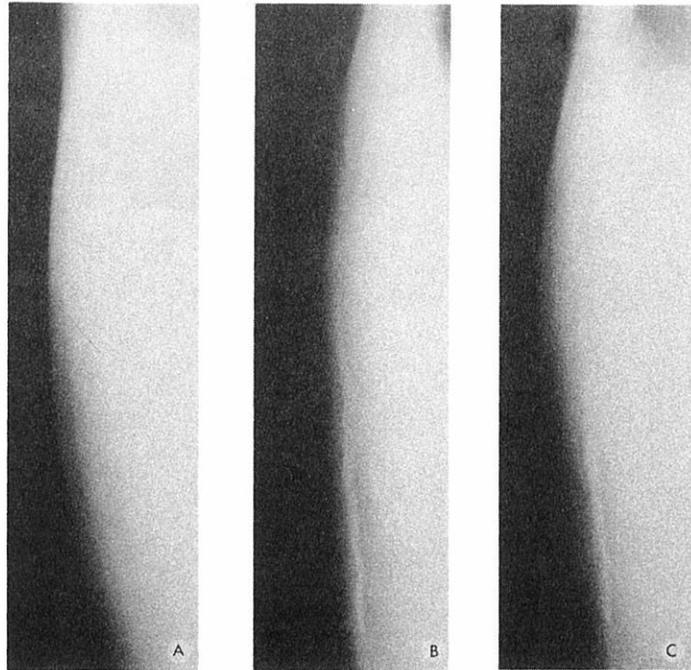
Case No. [REDACTED]. A) Normal preoperative lateral roentgenogram (September 1963); B) Linear calcification in scar on lateral roentgenogram (August 1965); C) No interval change on lateral roentgenogram 8 years later (September 1973)
